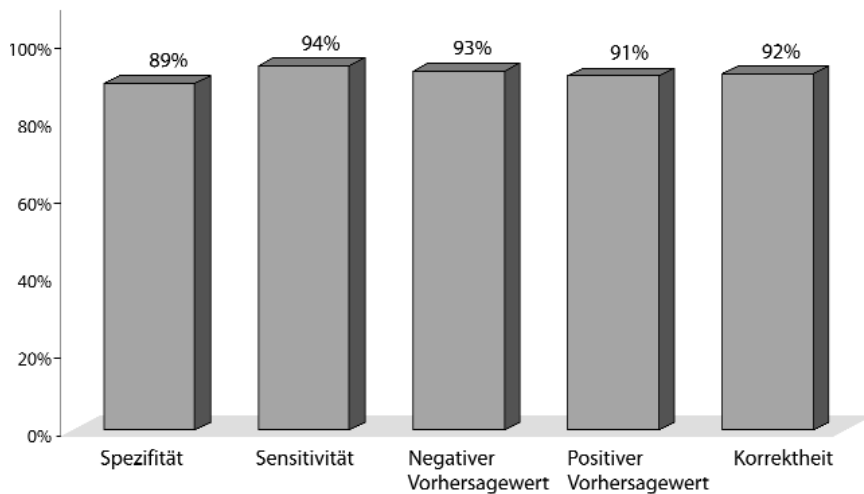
▲ Wertigkeit der Arthro-MRT im Vergleich zur Handgelenkarthroskopie zur Diagnose von Verletzungen des ulnokrarpalen Komplexes (TFCC) bei 70 Patienten
